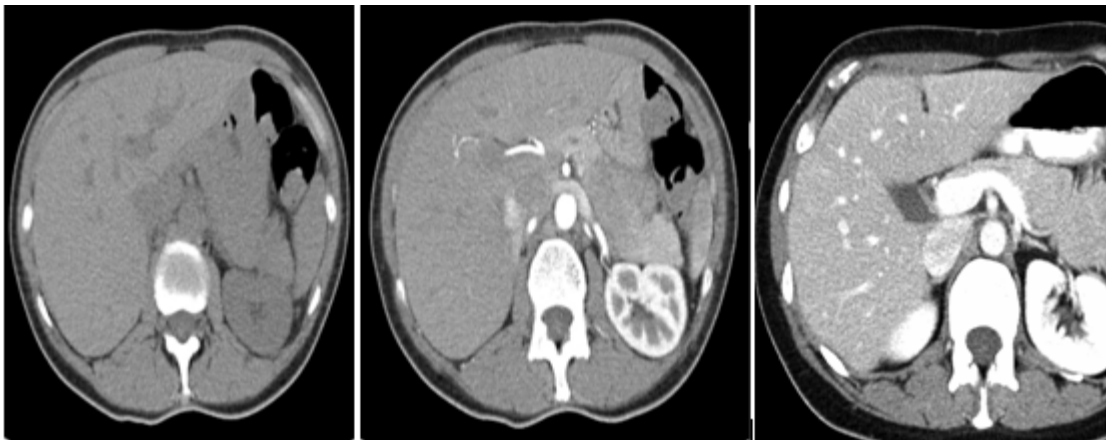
TDM hépatique en coupe axiale, fenêtre parenchymateuse sans et après injection du produit de contraste TA et TP.[36]
